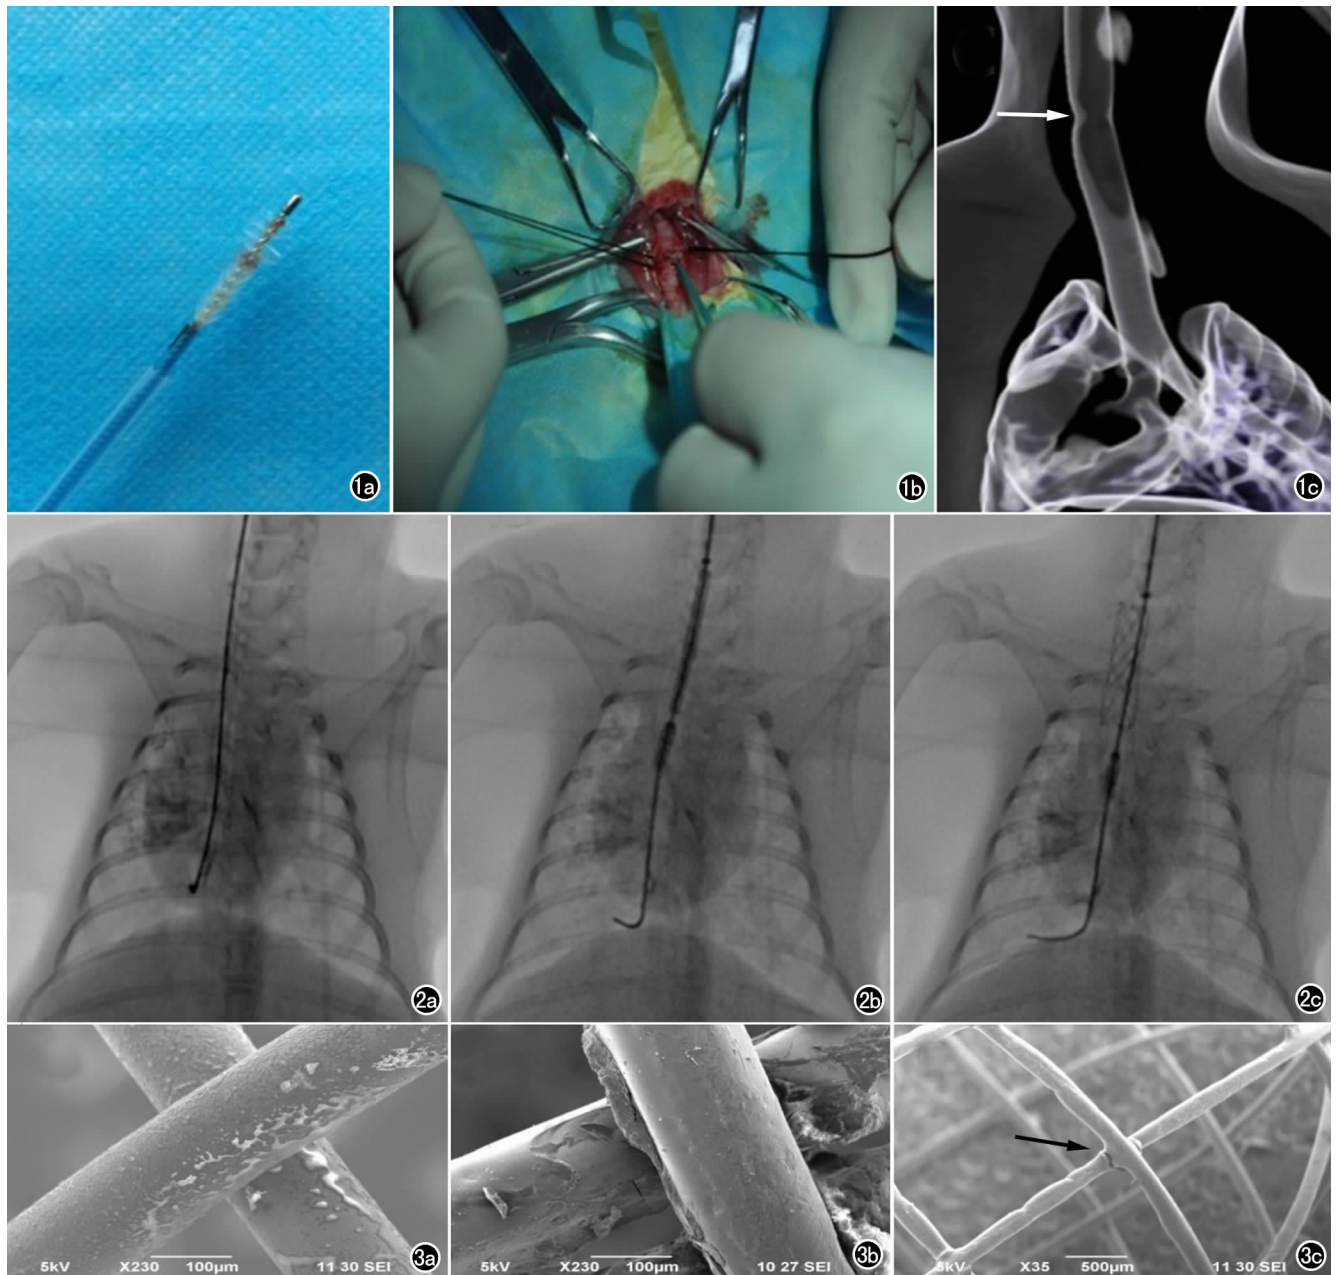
a) 用于破坏气管粘膜的毛刷; b) 气管环间切开气管, 毛刷破坏气管粘膜; c) 胸部 CT 扫描气道重建显示气管中部狭窄(箭)。 图 2 a) 导管进入右下叶支气管内; b) 沿导丝送入支架及其输送系统; c) 准确定位支架于气管狭窄处, 释放支架。 图 3 支架涂层后扫描电镜扫描。a) 支架金属丝表面浸涂均匀药膜; b) 支架折叠再展开后支架金属丝表面药物部分脱落; c) 支架金属丝交汇处药膜不均匀(箭)。
